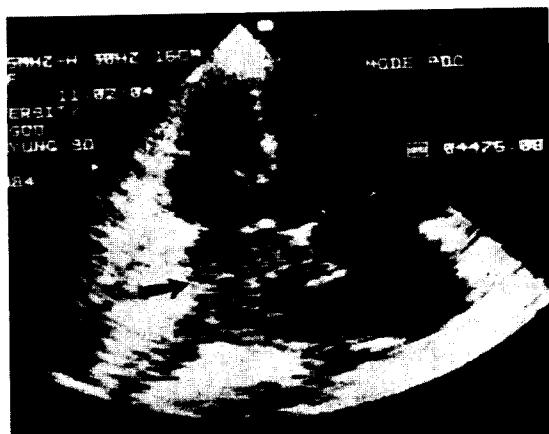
Preoperative 2-D Echocardiogram, apical 4 chamber view arrow indicates huge mass in the left atrium.
